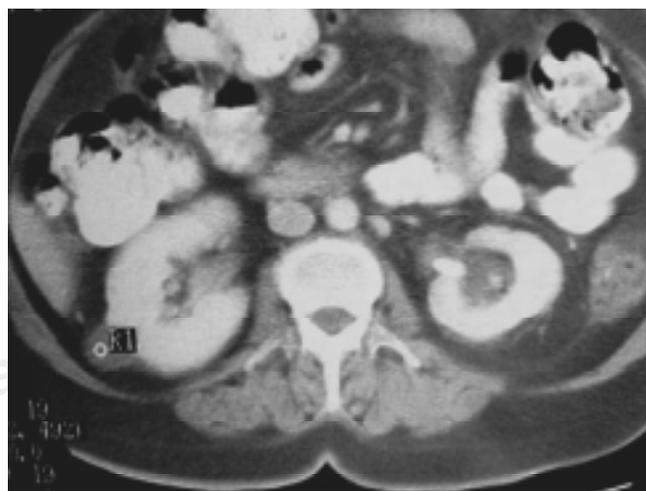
TAC abdominal con tumoración suprarrenal derecha y litiasis piélica izquierda.
